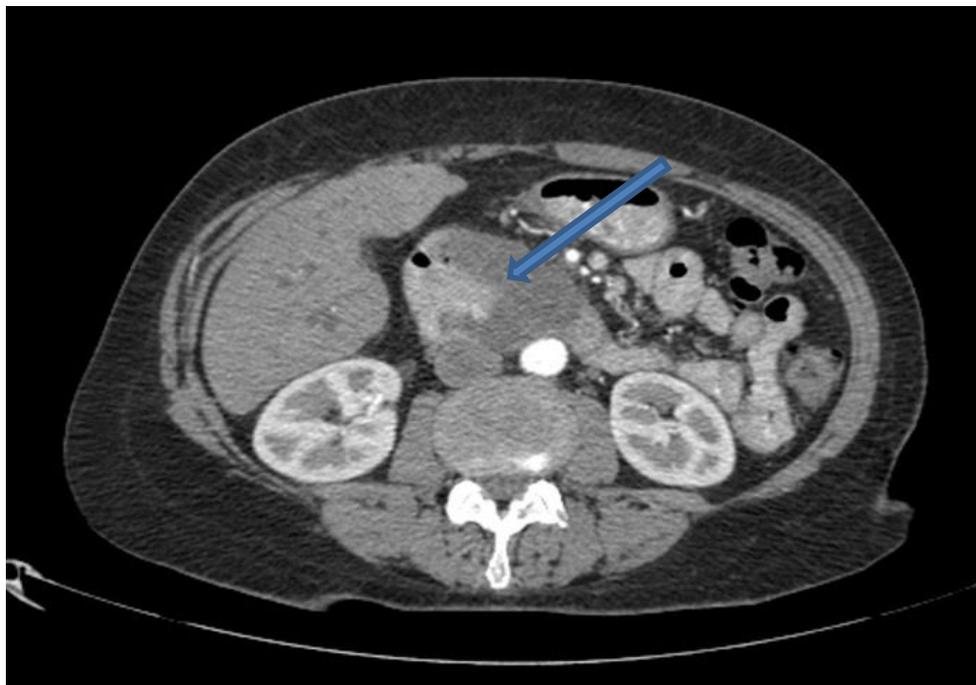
КТ пухлина голівки ПЗ з інвазією в ДПК.
